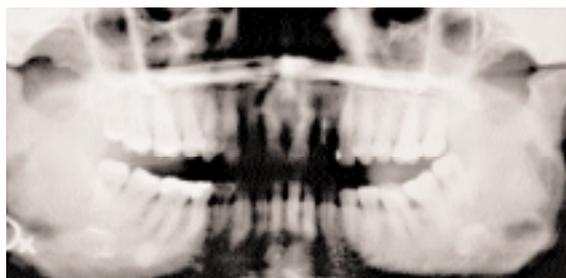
Ortopantomografia evidenziante degenerazione artrosica bilaterale di entrambi i condili mandibolari.
